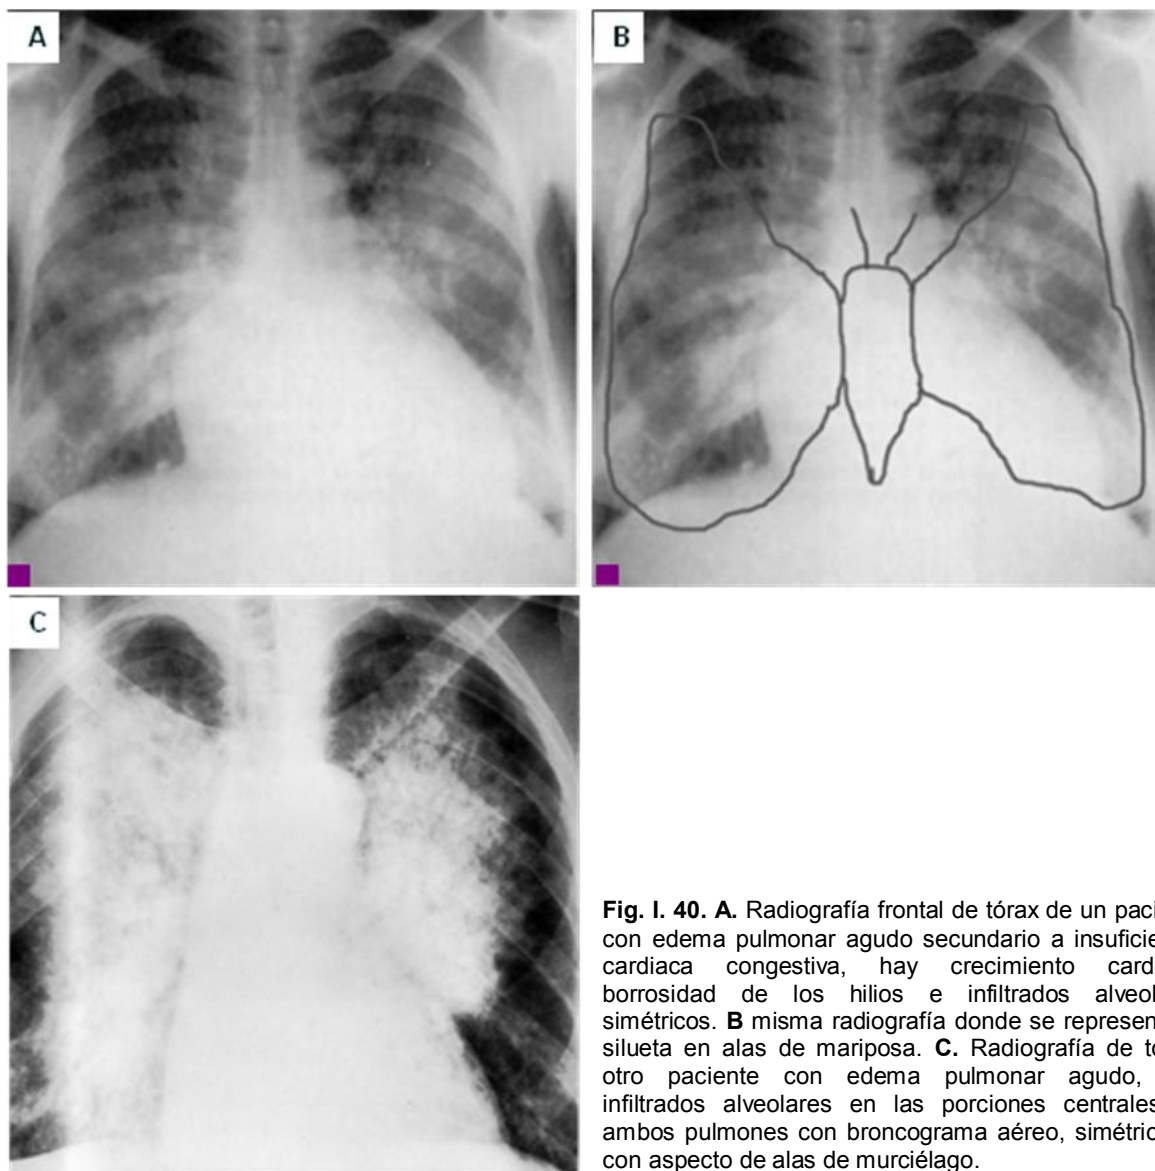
40. A. Radiografía frontal de tórax de un paciente con edema pulmonar agudo secundario a insuficiencia cardiaca congestiva, hay crecimiento cardiaco, borrosidad de los hilios e infiltrados alveolares simétricos. B misma radiografía donde se representa la silueta en alas de mariposa. C. Radiografía de tórax, otro paciente con edema pulmonar agudo, hay infiltrados alveolares en las porciones centrales de ambos pulmones con broncograma aéreo, simétricos y con aspecto de alas de murciélago.
